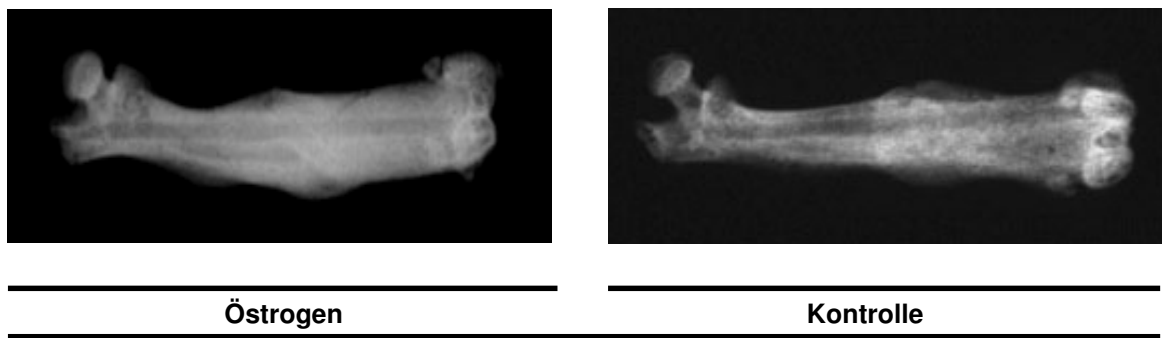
Deutlich erhöhte Röntgendichte und erhöhter Kalksalzgehalt in den Femora der mit Östrogenapplikation behandelten weiblichen Mäuse im Vergleich zur entsprechenden Kontrollgruppe. Kontaktradiographie 10 Wochen alter Mäuse nach 20 Tagen Frakturheilungsdauer. (30kV; 1 Minute Belichtungszeit)
